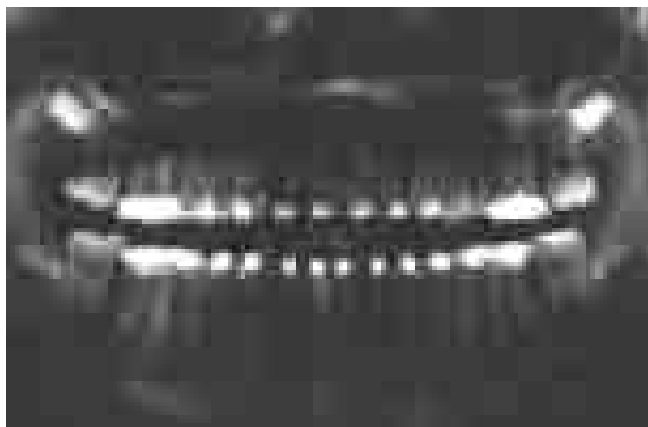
Ortopantomografia delle arcate dentali: controllo in fase di trattamento ortodontico
